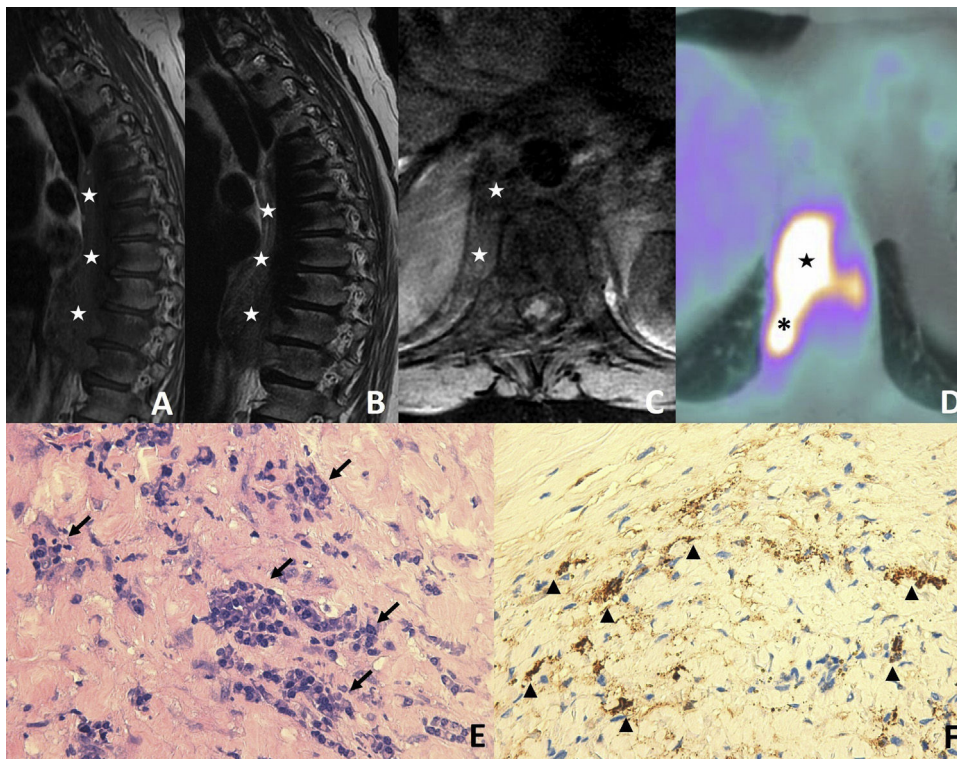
A-B) Secuencias T1 y T2 de resonancia magnética de columna dorsal en plano sagital. C) T1 FAT-SAT en plano axial. D) Imagen axial de PET-TC con 18F-FDG. E-F) Imágenes histológicas con hematoxilina-eosina y tinción para IgG4. En las imágenes A-C se muestra la masa de partes blandas mediastínica posterior y en el espacio retrocrural (estrellas blancas), heterogénea y de intensidad intermedia, sin evidencia de infiltración ósea. En la imagen D se identifica una actividad hipermetabólica en la masa mediastínica (estrella negra) y en la crura diafragmática derecha (asterisco negro), compatible con infiltración. Las imágenes histológicas demuestran focos de plasmocitosis policlonal (flechas negras) y positividad de las células para IgG4 (puntas de flecha). “el lector puede ver la figura a color en la versión online”.
